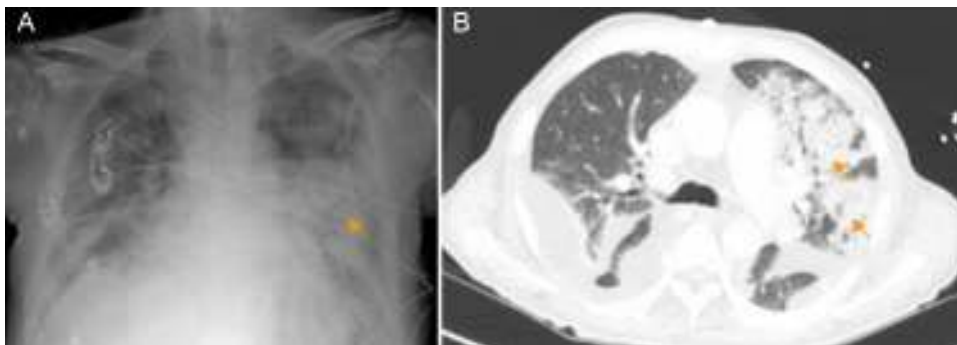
A) Radiografía de tórax con consolidación bilateral, predominio izquierdo (flecha). B) En TAC de tórax se evidencian varias zonas de consolidación parenquimatosa e infiltrados alveolares en LSI y lingula compatibles con focos bronconeumónicos (flechas) además de derrame pleural bilateral.
